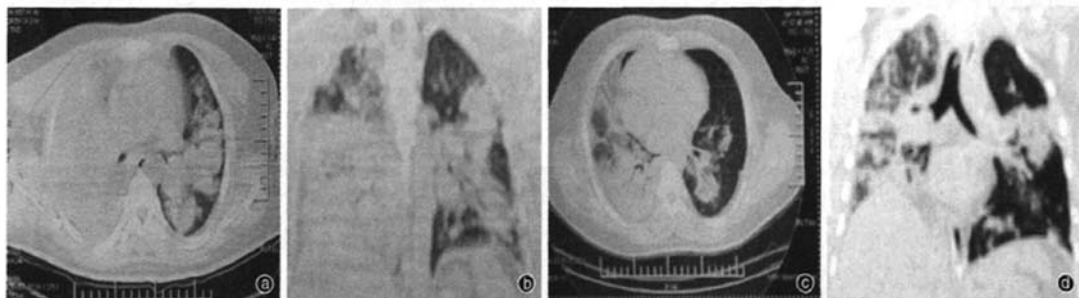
1 例 22 岁男性甲型 H1N1 流感存活患者应用体外膜肺氧合(ECMO)前后胸部 CT 变化 应用前右下肺有实变, 隐约见含气支气管影, 左下肺见多发团片状致密影(a 为横切面, b 为冠状面); 应用后右肺内实变影及左下肺团片状影较前明显吸收(c 为横切面, d 为冠状面)
